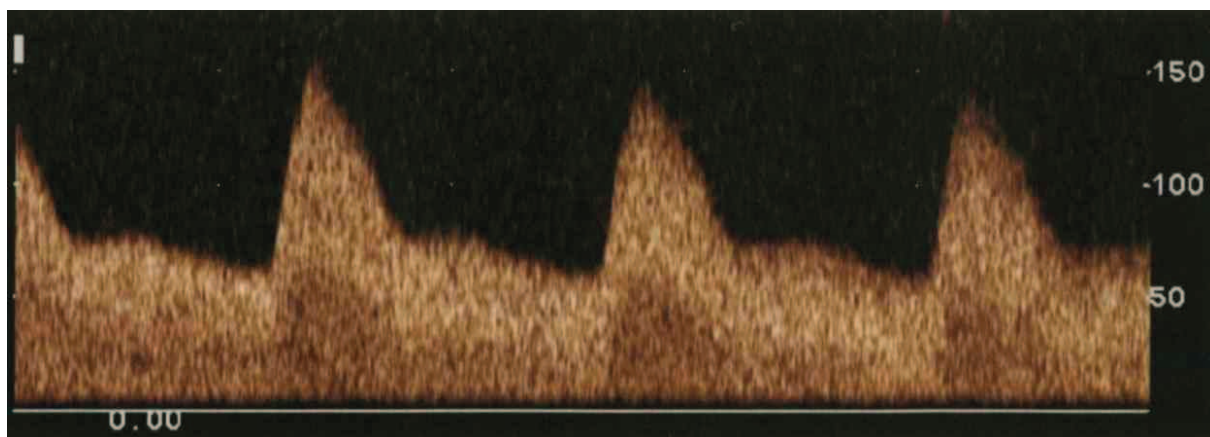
Badanie dopplerowskie przepływu krwi w tętnicy pępowinowej [151].
